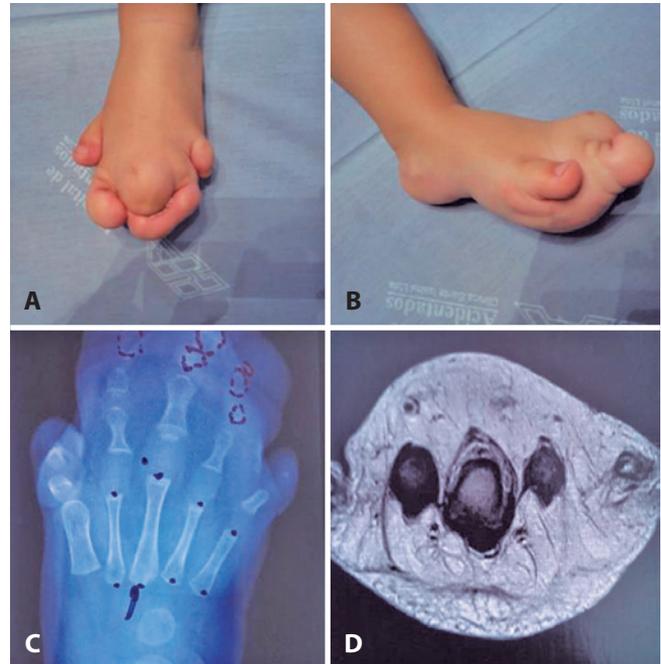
A e B. Paciente de 10 meses de idade com macrodactilia de raios centrais. C. Radiografia de pé acometido por macrodactilia de 2º, 3º e 4º metatarsos centrais. D. Ressonância nuclear pre-operatória evidenciando hipertrofia de tecidos moles e ósseos.
